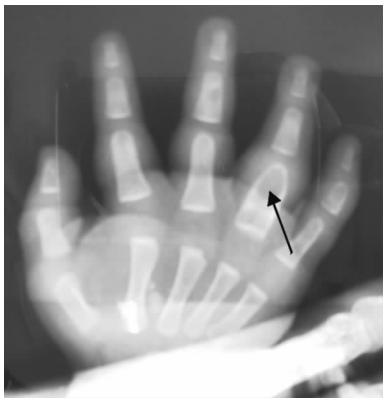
患儿右手X线表现 X片示右手无名指近端指骨呈膨胀性改变(箭头所示),小指中节指骨增粗,可见大小不等低密度影及骨膜反应,周围软组织肿胀,呈“骨气臃”表现。
